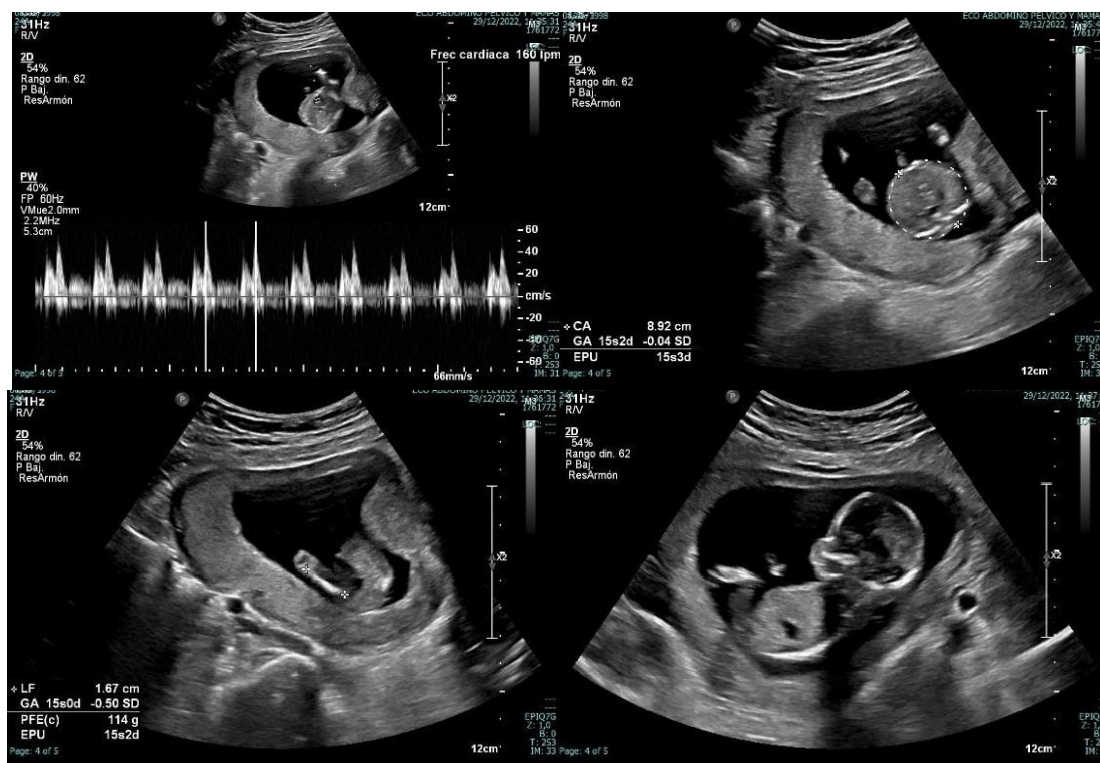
Ecografía obstétrica reporta embarazo en curso de 15 semanas 2 días.
